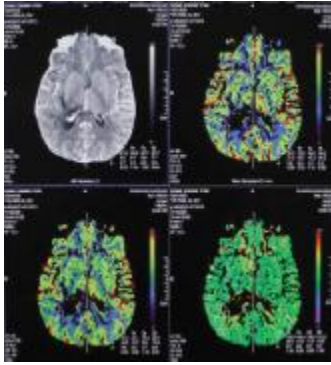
术后第 5 月 CT 灌注示右颞叶梗塞灶 rCBF、rCBV、rTTP 分别为 0.29、0.32、1.17, 梗塞周围 rCBF、rCBV、rTTP 分别为 1.16、1.23、0.96
